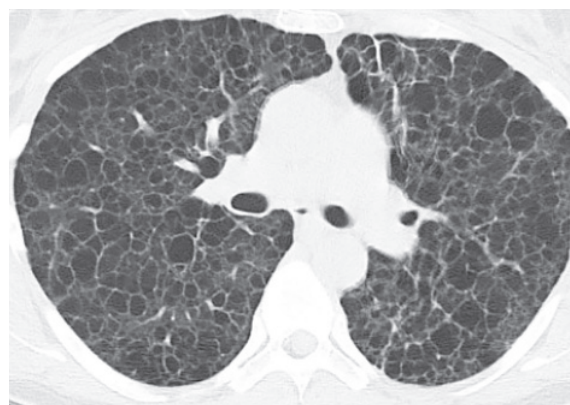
ЛАМ у 42-летней женщины с прогрессирующей одышкой. На КТ отмечается тяжелое поражение легких с образованием тонкостенных кист. Некоторые кисты — малых размеров (2–5 мм), но большинство — достигают размеров 10–12 мм. Отмечается различный характер контуров кист, включая полигональный.
